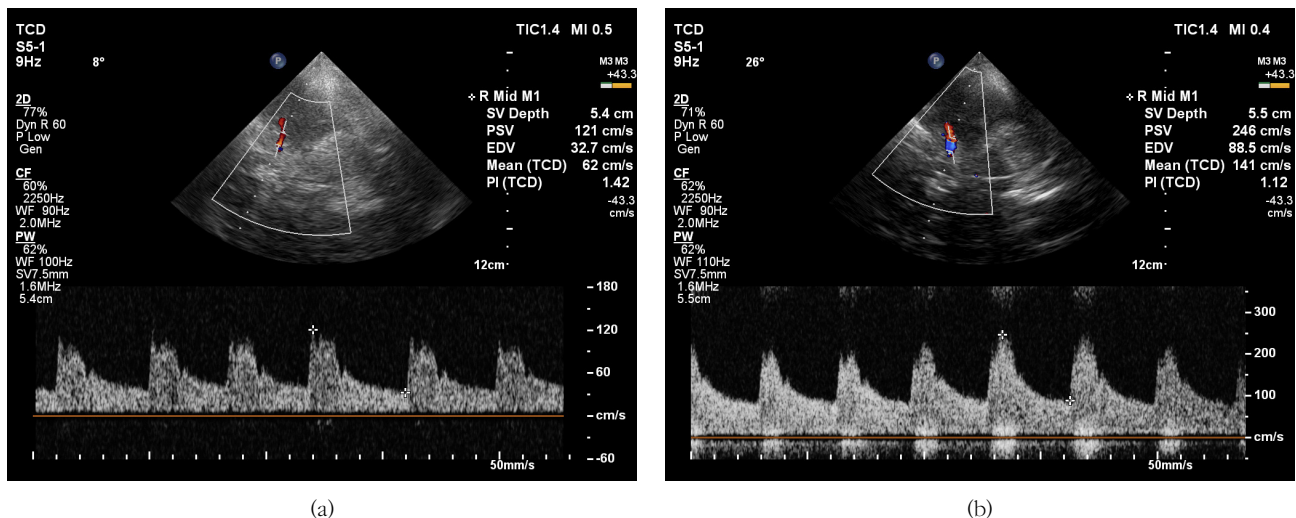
(a) Normal range doppler spectrum of 1st transcranial color coded doppler ultrasound (b) 6th transcranial color coded doppler with increased cerebral blood mean flow velocity
